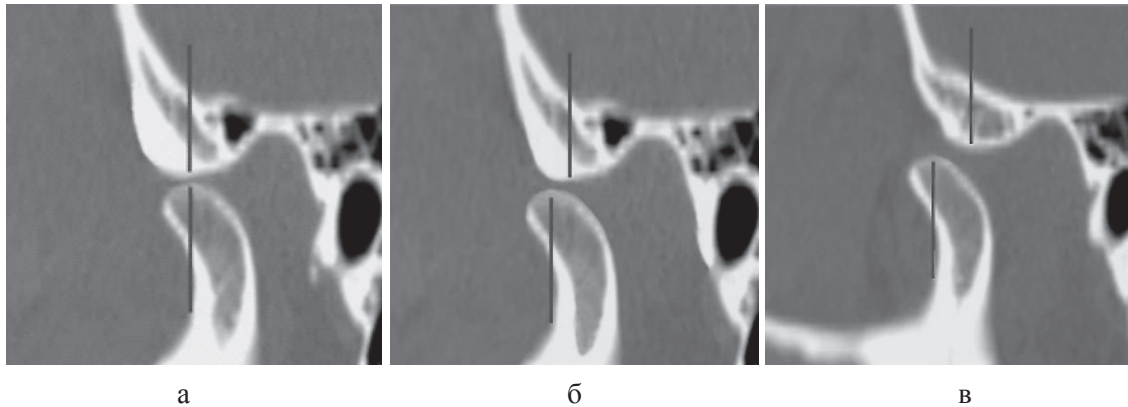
Компьютерные томограммы ВНЧС в сагиттальной проекции в положении с максимально открытым ртом: а – в норме; б – привычный подвывих; в – привычный вывих
